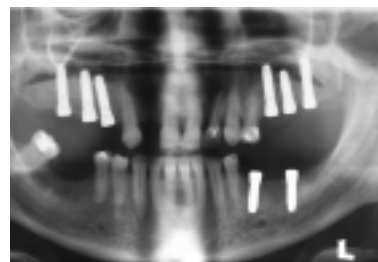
Inkorporierte Brücke 14–16. – Abb. 14: Inkorporierte Brücke 24–26. – Abb. 15: Röntgenkontrolle.
